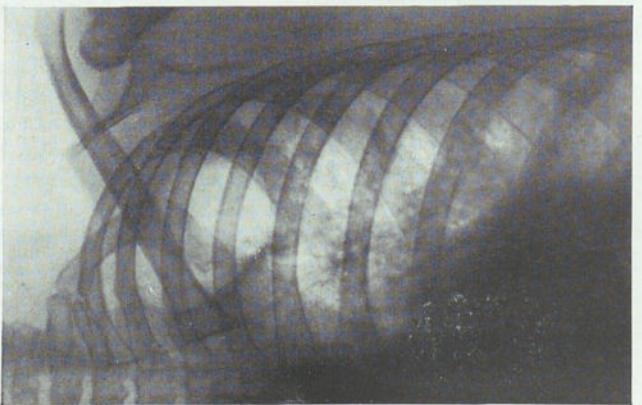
(Caso 1). Radiografía del 5-VI-39. Imagen de cueva que se extiende desde el arco posterior de la 3.^a costilla hasta el entrecruzamiento del arco posterior de la 6.^a con el anterior de la 2.^a. Se comienza el drenaje con aspiración al día 11-VI-39.
